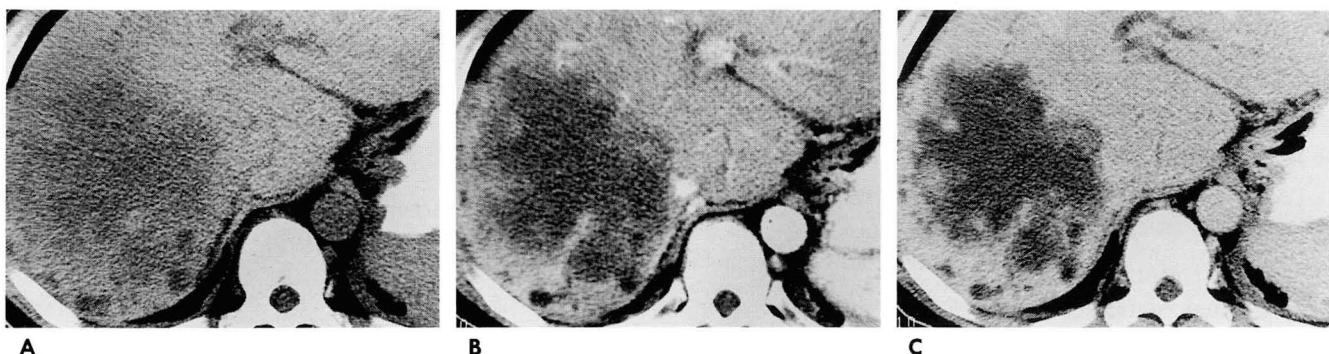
Two-phased spiral CT in a 55-year-old man.
